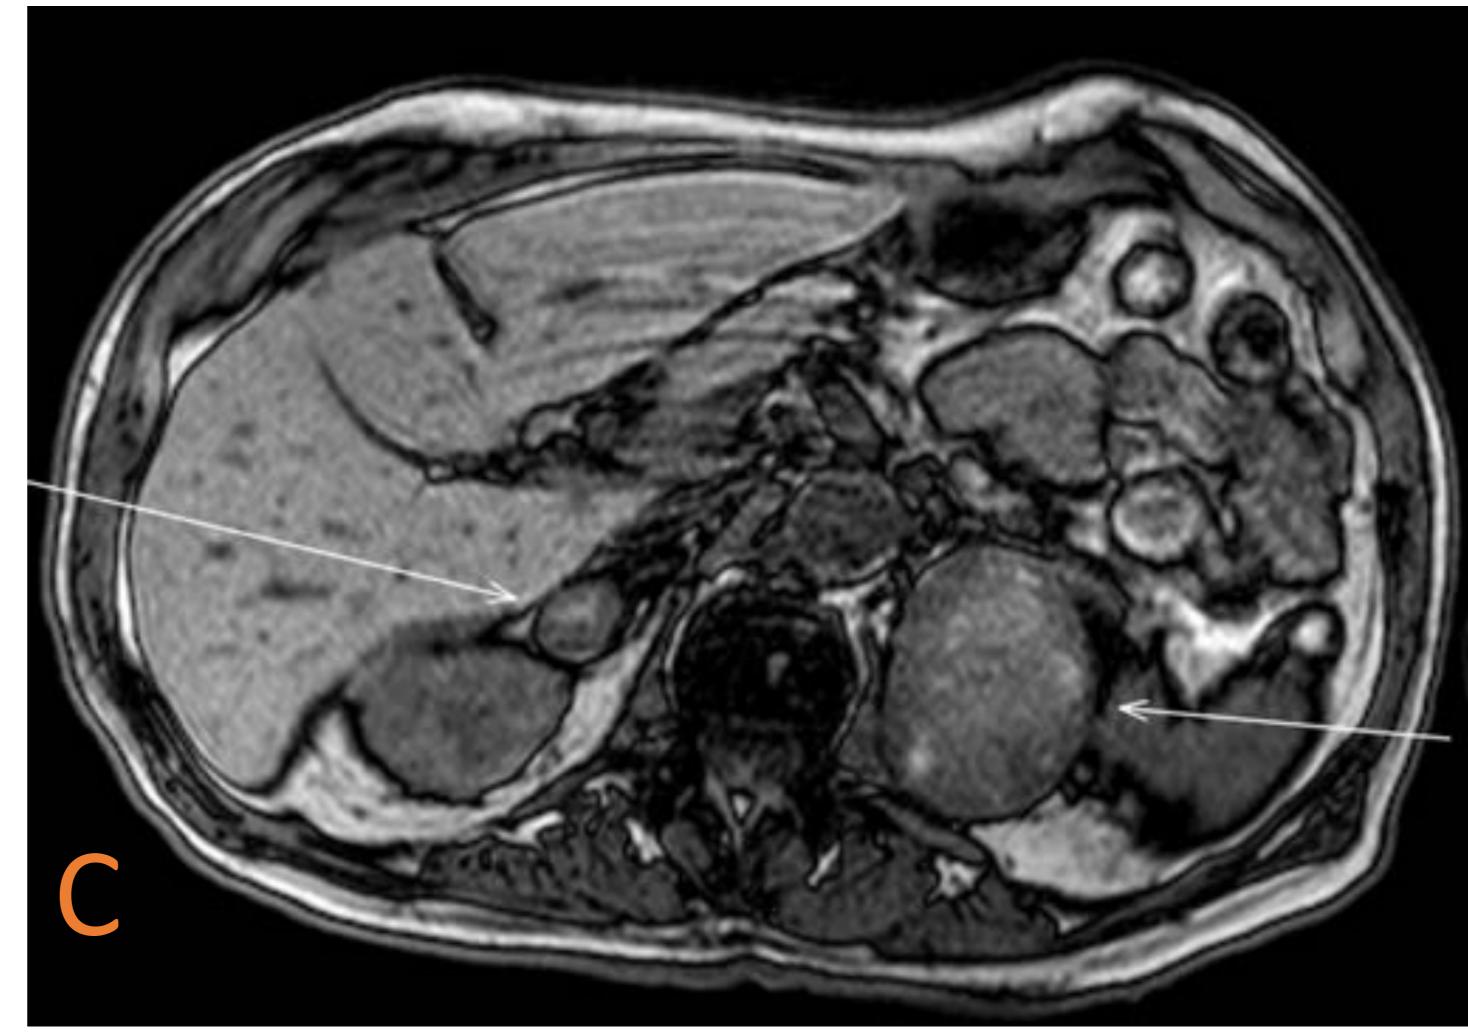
Hemangioma adrenal bilateral. TC de abdomen con contraste IV en tiempo venoso (A), RM potenciada en T1 en-fase (B), RM potenciada en T1 fuera-de-fase (C), RM potenciada en T1 con saturación grasa sin (D) y con gadolinio en tiempo venoso (E). Nódulo adrenal bilateral (flechas), ambos con captación heterógena periférica fina e interna a modo lineal y nodular. En T1 es hipointenso marginalmente con centro hiperintenso, sin supresión grasa (probable hemorragia) ni caída de señal fuera de fase. En el estudio dinámico de RM se objetiva una captación periférica nodular.
